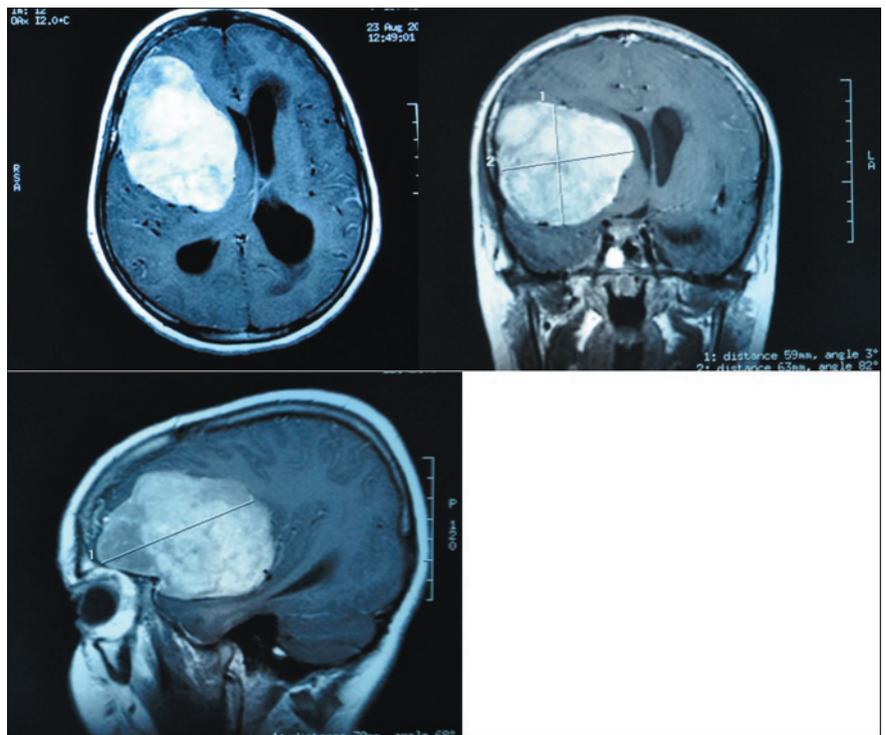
МРТ головного мозга T1 с контрастированием.
